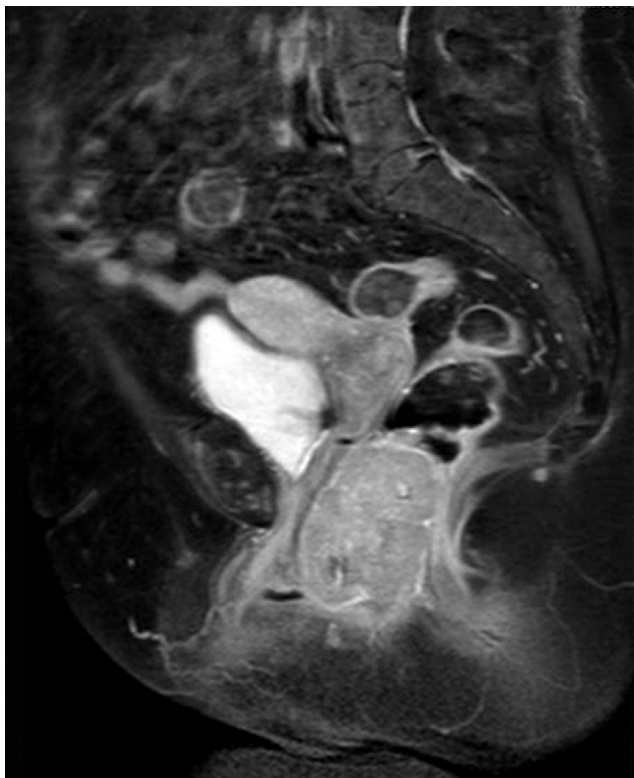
Resonancia magnética que muestra una masa sólida en la pelvis. Ésta desplaza tanto la pared posterior de la vagina como la rectal y se extiende prácticamente hasta el margen anal.
